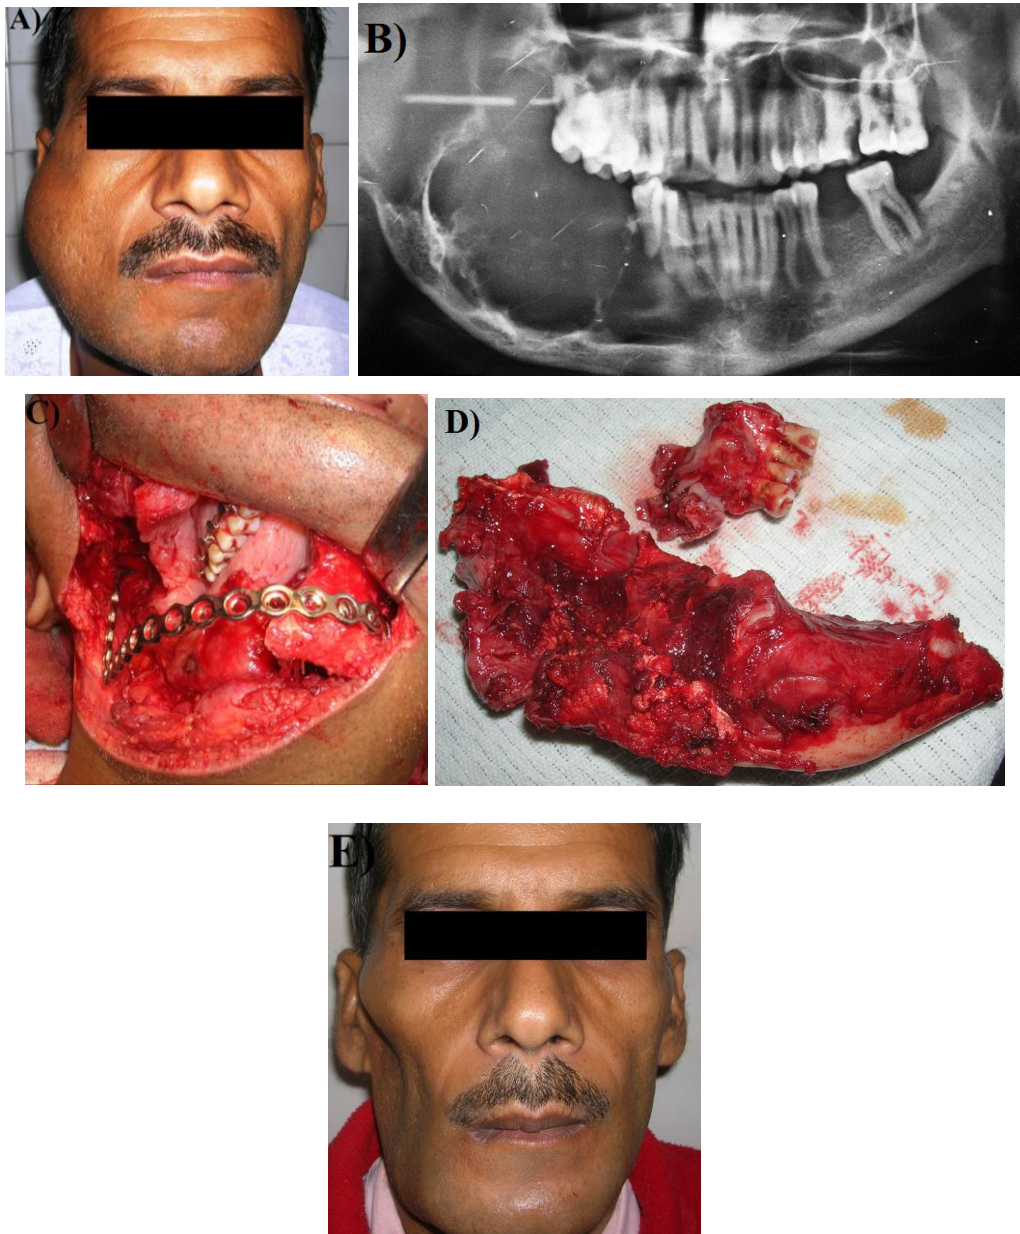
A) Paciente masculino de aparentemente 45 años con ameloblastoma mandibular derecho, B) radiografía panorámica preoperatoria que muestra destrucción ósea en el lado derecho de la mandíbula, C) hemimandibulectomía derecha, reconstrucción con placa de titanio sin injerto debido a invasión de tejidos blandos, D) muestra quirúrgica, E) fotografía clínica tres meses después del tratamiento radical. (32)
